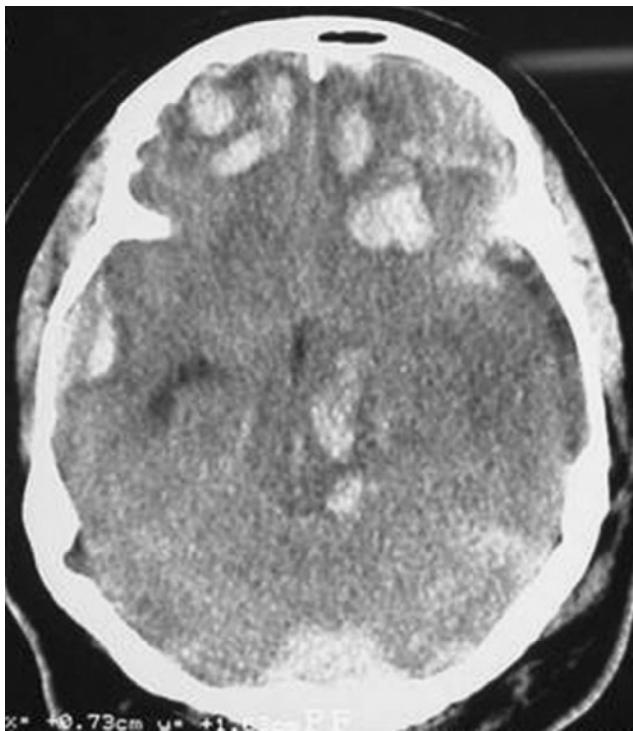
TAC de cráneo que muestra presencia de contusiones frontales y temporales.
